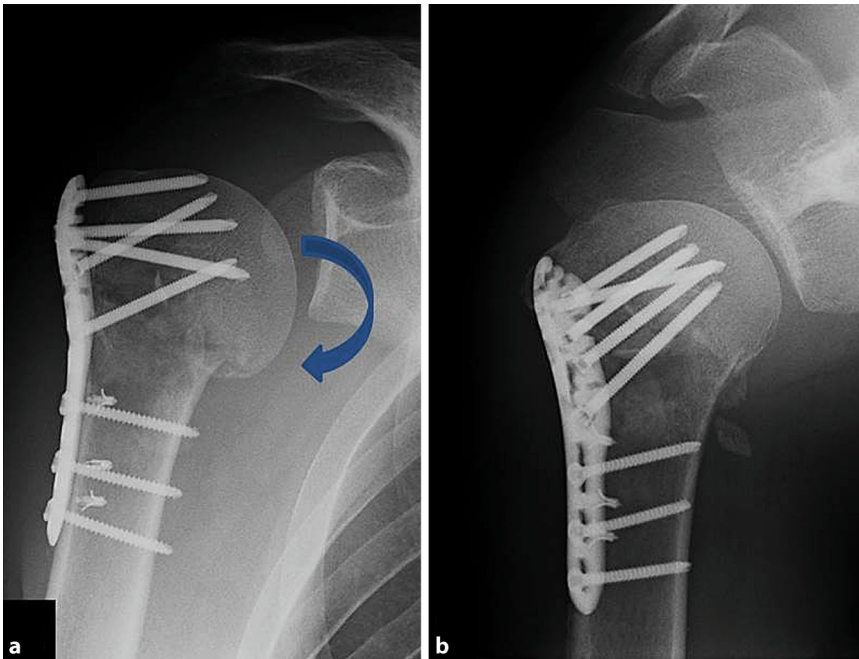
▲ 36-jähriger Patient, rechte Schulter, a A.-p.-Röntgenaufnahme, b axiale Röntgenaufnahme; 8 Wochen nach Plattenosteosynthese beginnendes „Abrutschen“ der Kalotte in Varusfehlstellung (Pfeil)
